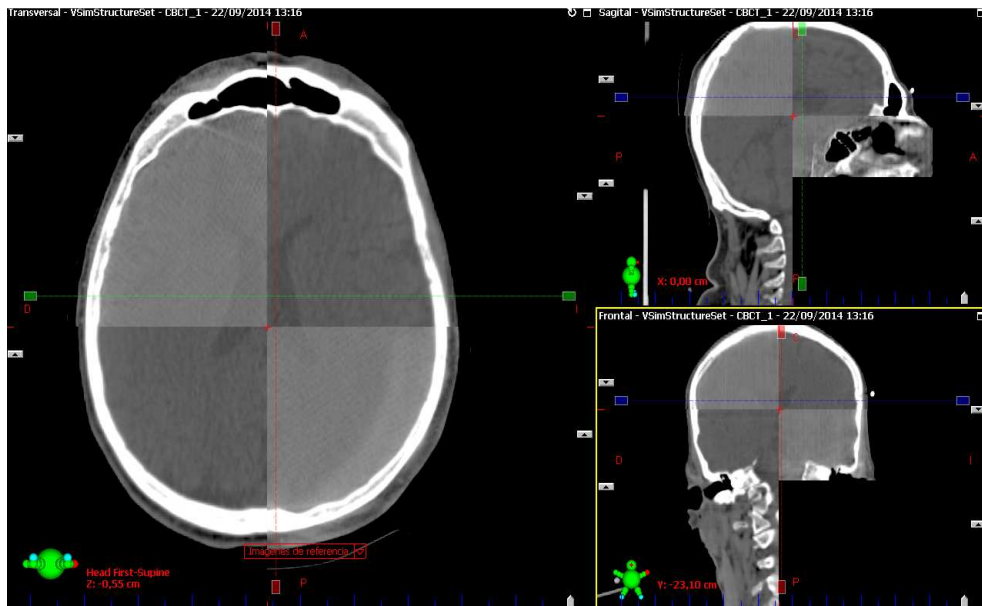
Registro de imágenes CBCT y TC de simulación..
